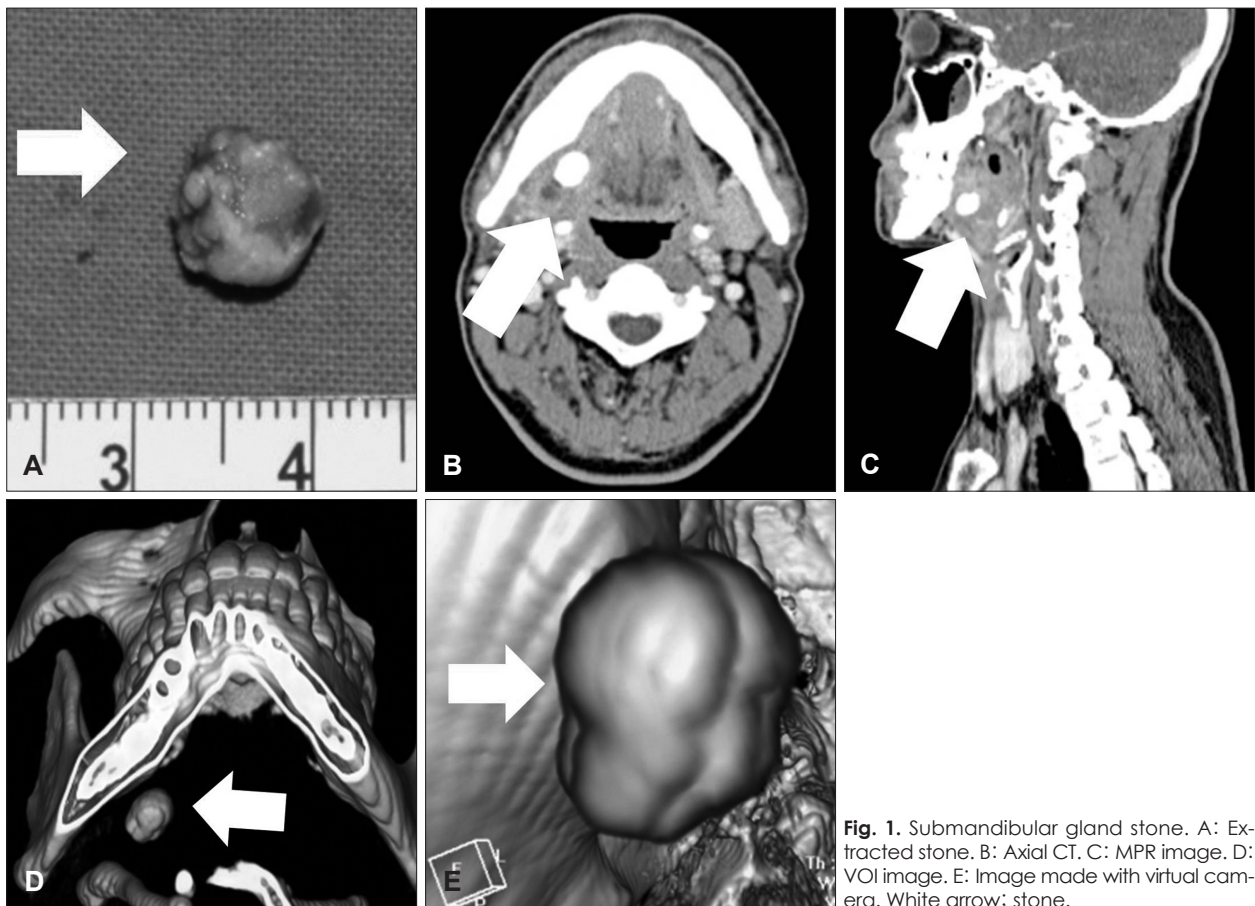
Submandibular gland stone. A: Extracted stone. B: Axial CT. C: MPR image. D: VOI image. E: Image made with virtual camera. White arrow; stone.
